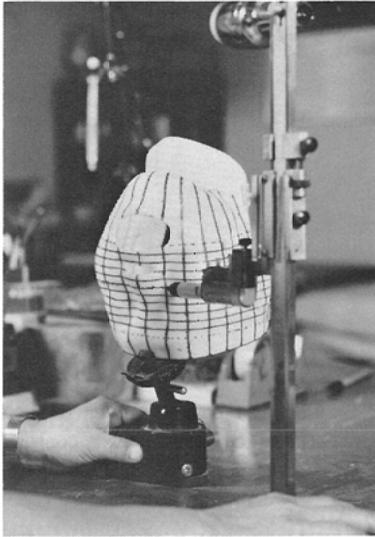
Distinguishable markers in CT image, such as PVC tube or KIFA catheter, are placed vertically at about 2 cm intervals. CT scans are taken with this shell, and thereafter horizontal scan levels are drawn on the shell surface.
